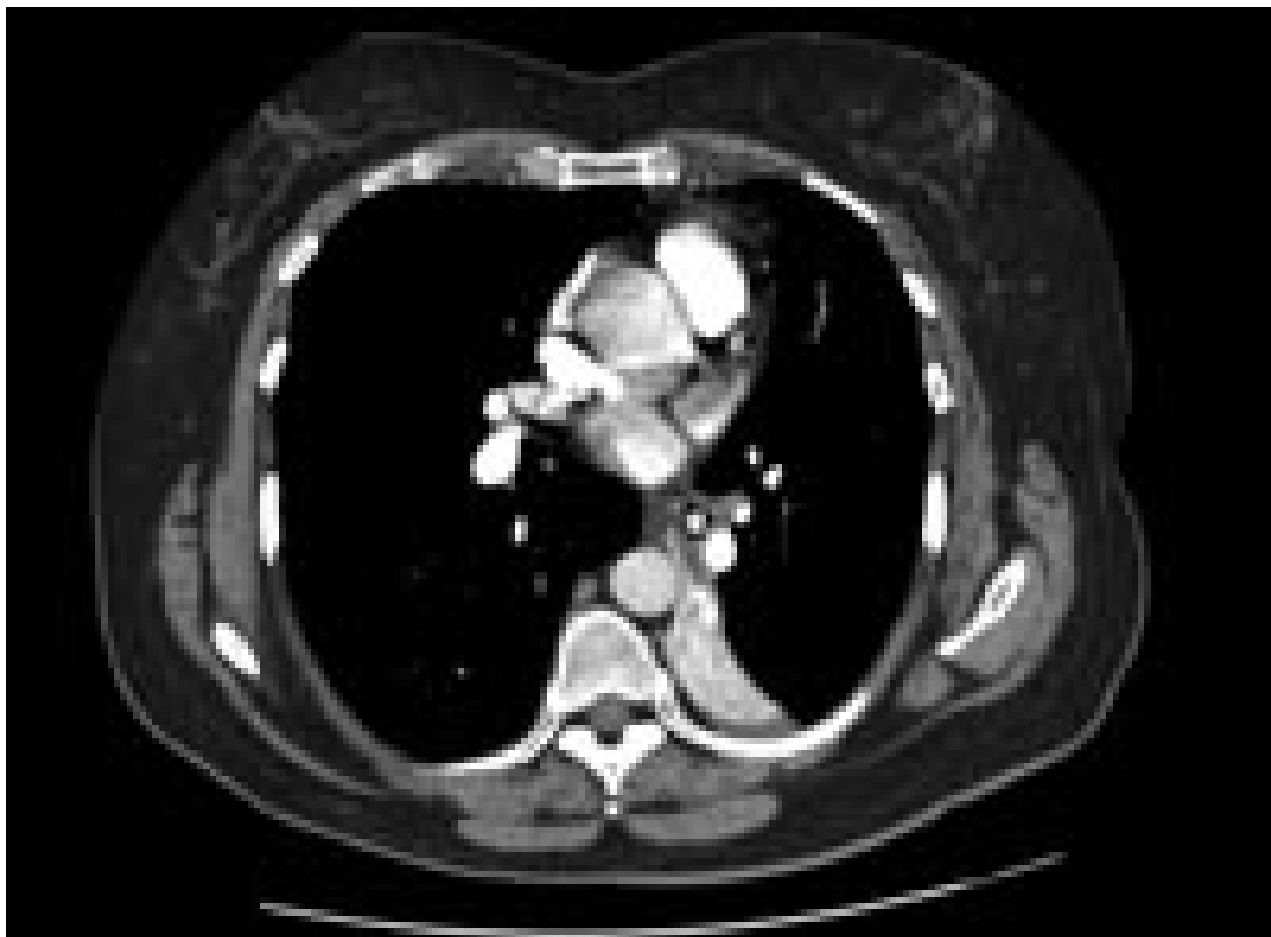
Tomografia computadorizada (TC) do tórax com material de contraste intravenoso mostrando colapso total do lobo inferior esquerdo com um objeto radiopaco dentro do brônquio principal inferior esquerdo, circundado por um halo de ar
